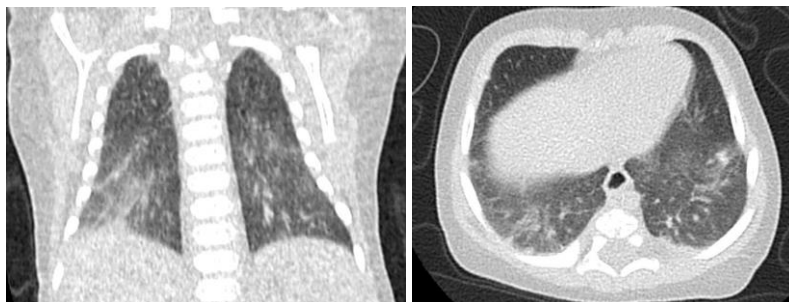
CT cutiei toracice, 30 aprilie 2021
